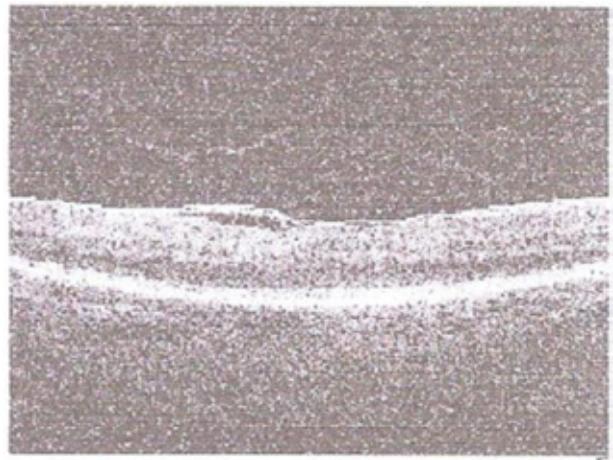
Tomografia de coerência óptica do OD
